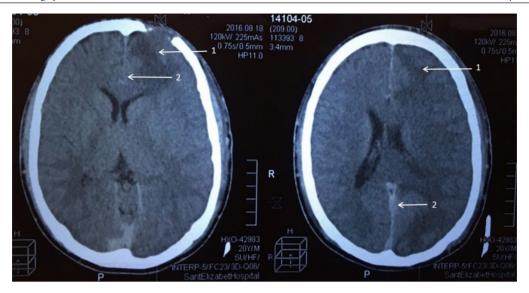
СКТ головного мозга пациента Ч., 20 лет (динамический контроль на 10-е сутки после оперативного лечения, перед выпиской): 1 – кистозно-атрофические изменения в левой лобной доле; 2 – состояние после удаления абсцессов в межполушарной щели
